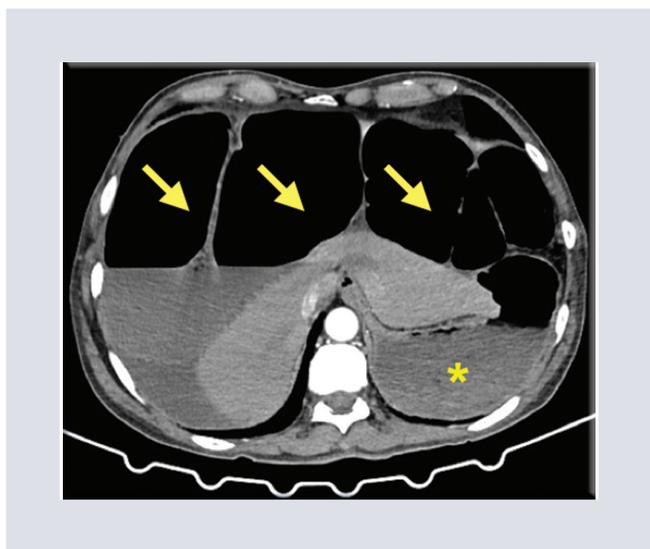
Hombre de 62 años en estudio por oclusión intestinal. Tomografía de abdomen en corte axial en fase contrastada arterial donde se observa desplazamiento de la cámara gástrica hacia la región posterior (*) y distensión de asas de colon con abundante material de residuo (→).
